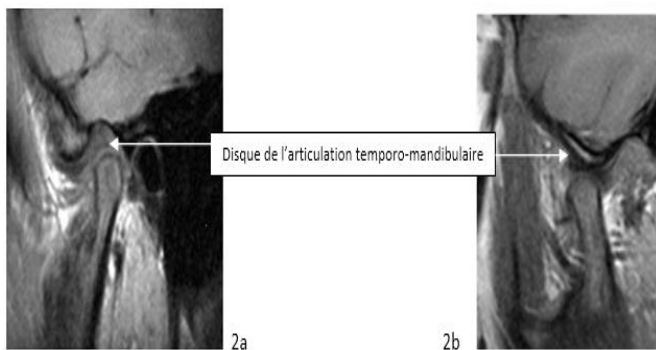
image IRM de l'articulation temporo-mandibulaire d'un enfant de 10 ans. (2a en BF et 2b en BO).
